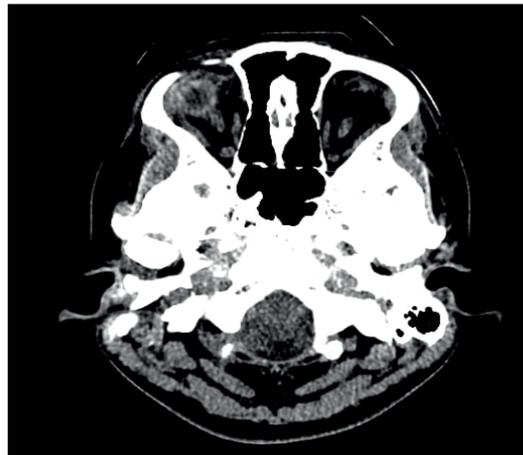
Tomografía computarizada de la paciente
